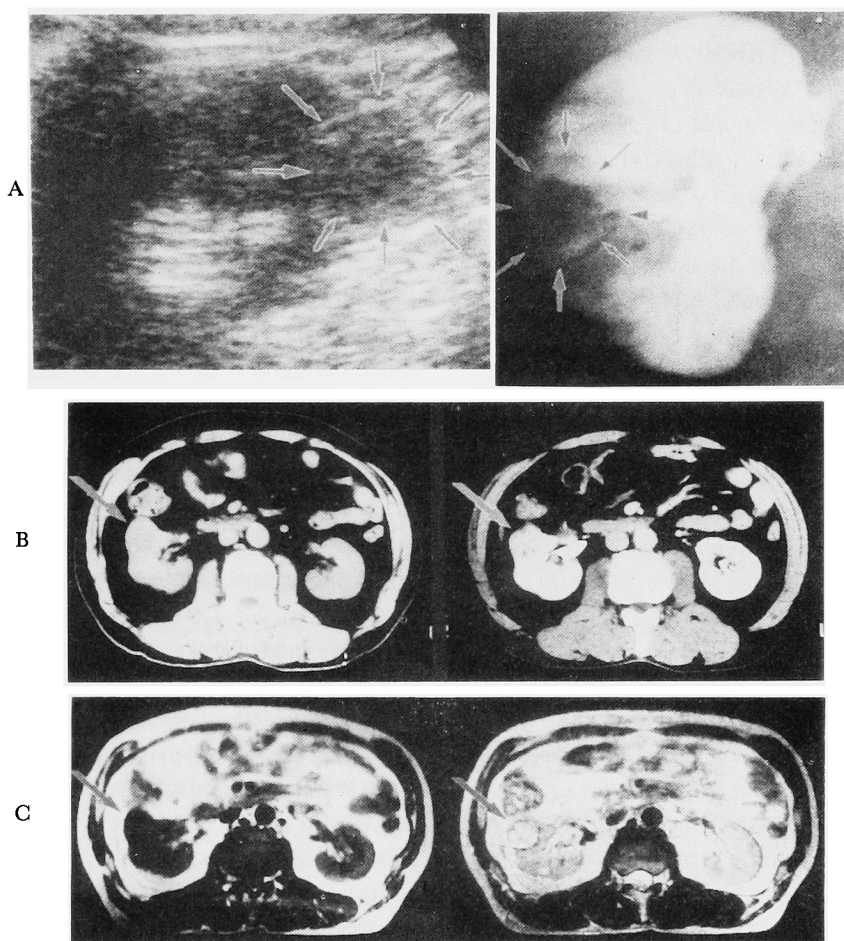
A,B,C, Hypovascular solid mass was visualized in right kidney by ultrasound, angiography, CT, and MRI in case 3.
